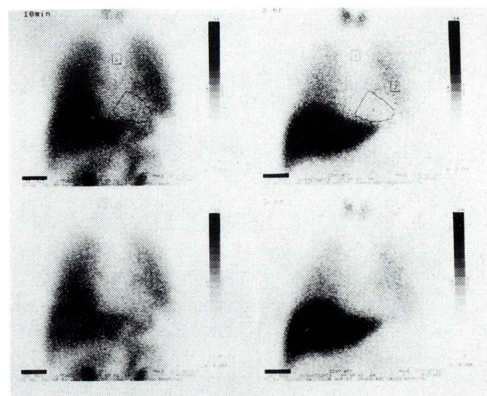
MIBG SPECT of normal 55-year old male case. 111 MBq of Iodine-123 MIBG was injected 3–6 hours after meal at rest. SPECT data was acquired 10 and 180 minutes after injection by dual headed cameras with LEHR collimator in 17 minutes 360 degree data sampling. Uptake of whole myocardium is decreased in spite of normal coronary artery and normal wall motion.
